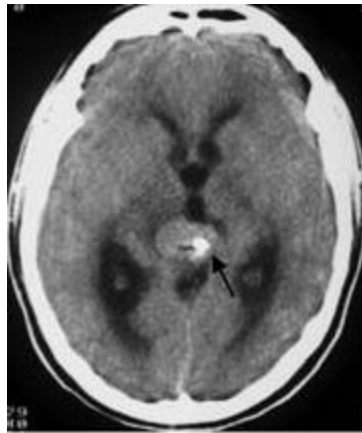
Germinome : TDM en coupe axiale, la masse apparaît hyperdense avec calcification (flèche).
